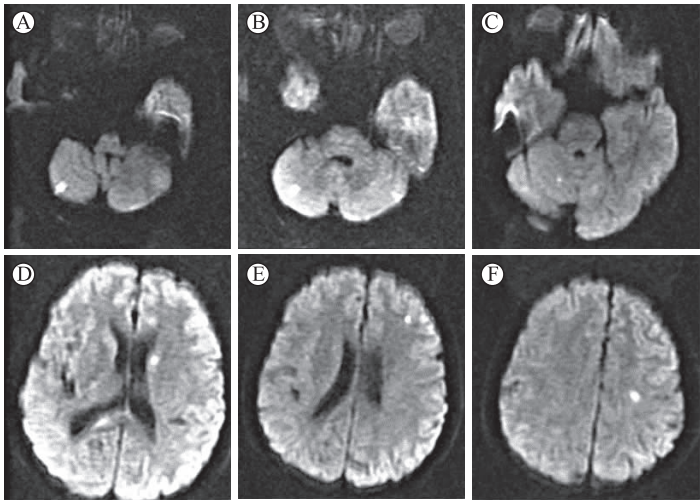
患者的头颅磁共振 DWI 图像显示双侧小脑半球(A-C),放射冠和胼胝体压部(D),左额叶(E),左顶叶(F)梗死灶
